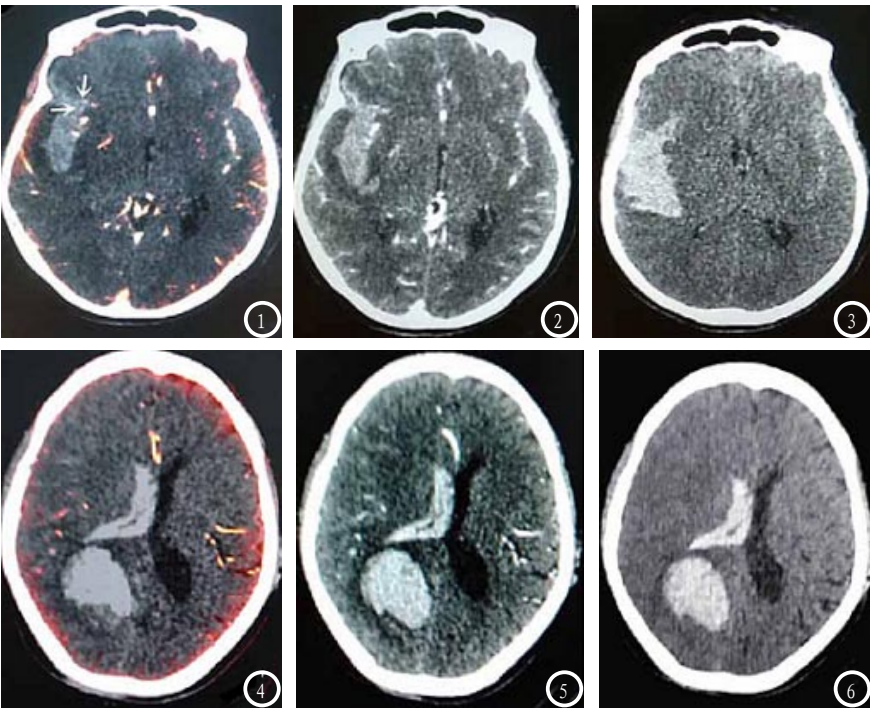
图1为碘融合图，图2为非线性融合图，图3为复查头颅CT平扫图。图1可见斑点征(白色箭头)；图2示可疑斑点征；图3示脑水肿明显增大。图4为碘融合图，图5为非线性融合图，图6为复查头颅CT平扫图。图4-5均未见斑点征显示，图6示血肿无扩大。
